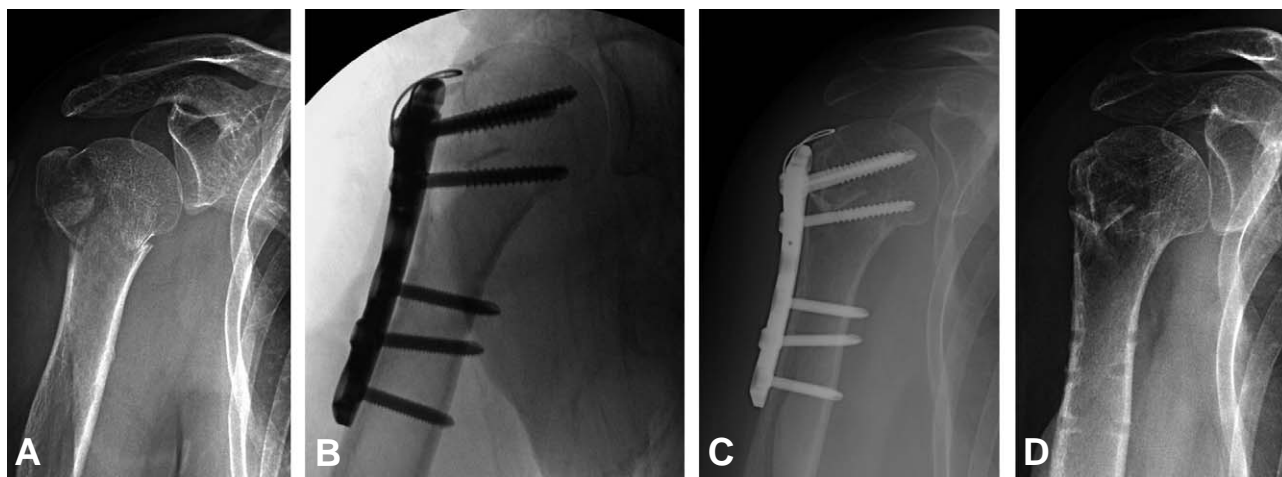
(A) Preoperative radiograph of 70 year old female shows 3 part proximal humerus fracture. (B) Immediate Postoperative radiograph shows that neck shaft angle was 140° and the medial cortex was anatomically reduced. (C) Postoperative radiograph at 3 months after operation shows fracture union with good alignment. (D) Radiograph after removal of implant shows good alignment.
